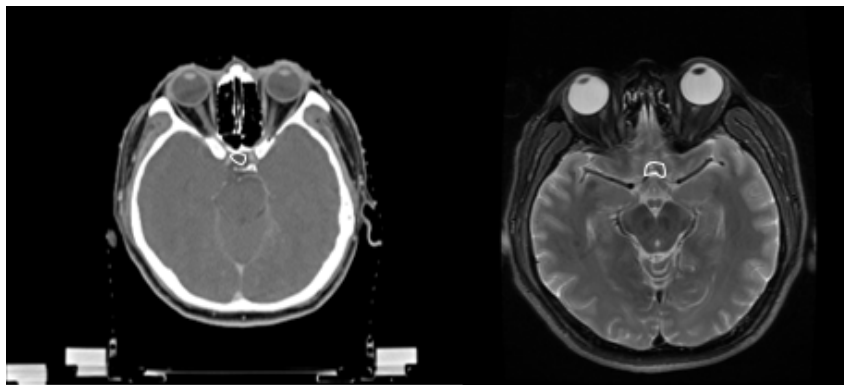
Pre OC 患者 CT 图和相匹配 MR 图的勾画展示
